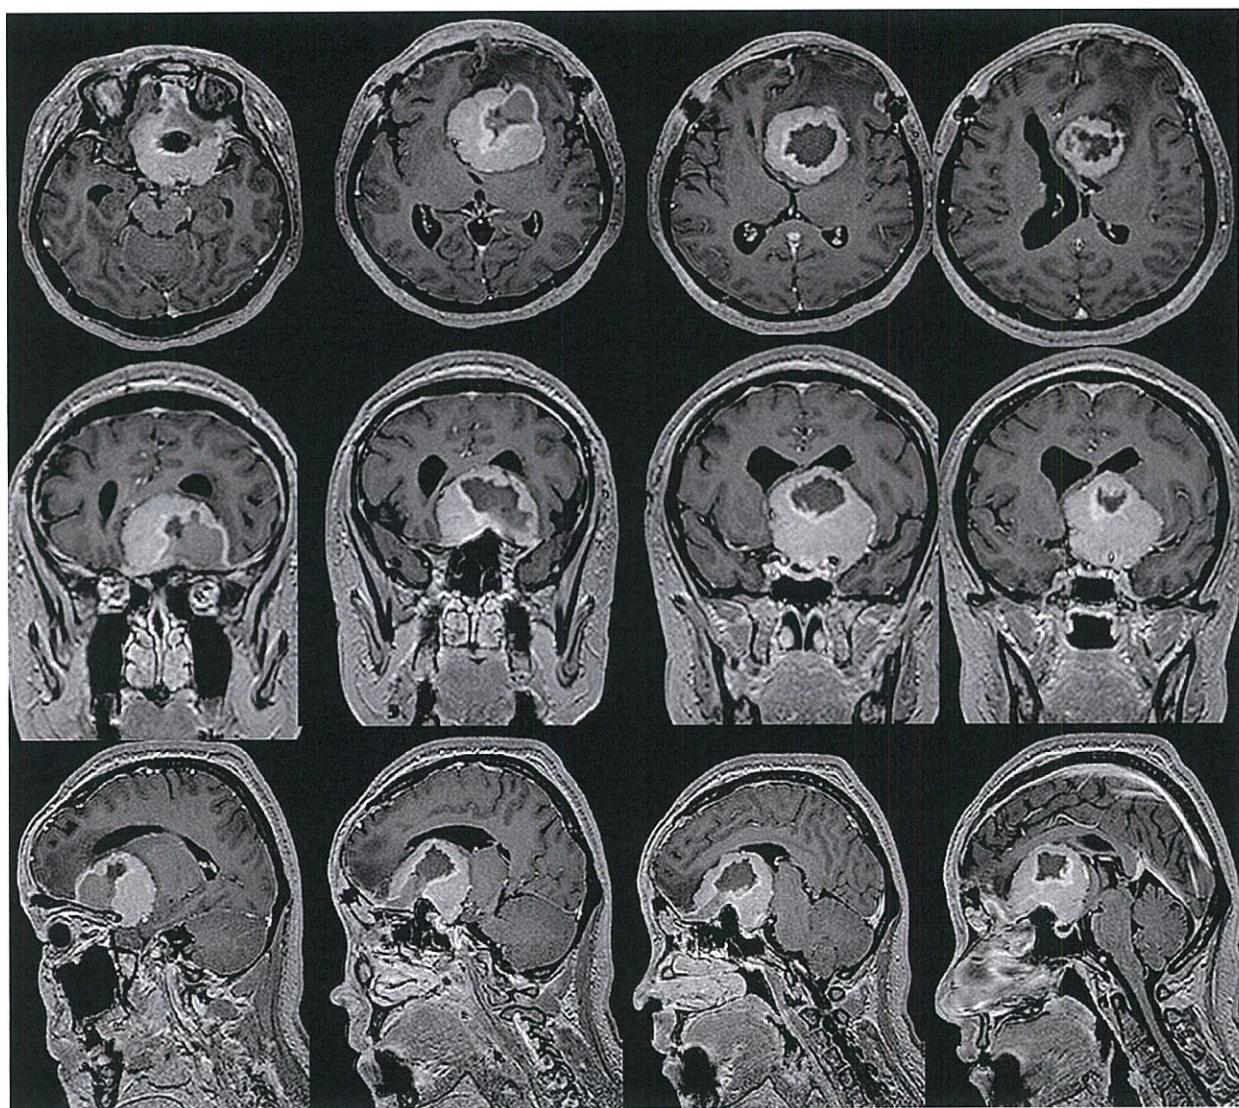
第1回目手術後MRI(Gd.造影T1強調画像):腫瘍は内減圧されているが残存腫瘍も多い。
